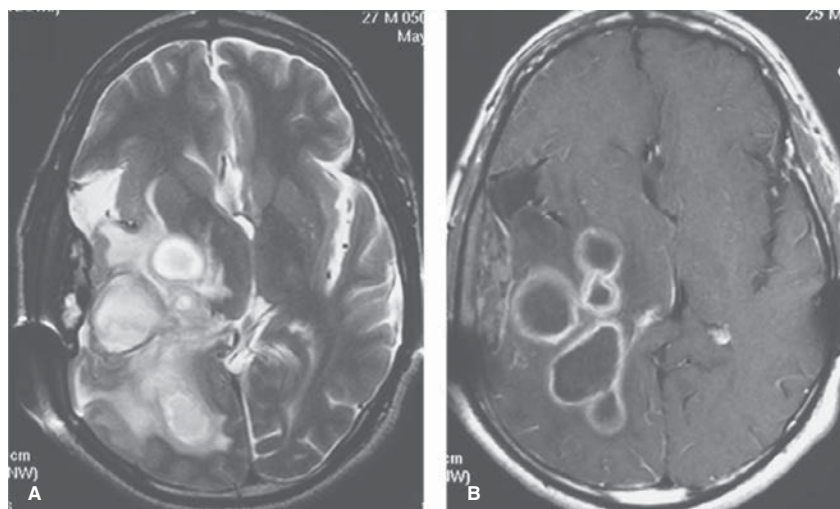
Abscesos cerebrales. A) RM eco de espín con información T2. B) RM eco de espín con información T1 y administración de medio de contraste. Lesiones redondeadas con contenido líquido, realce periférico y edema adyacente en la región temporal derecha.
